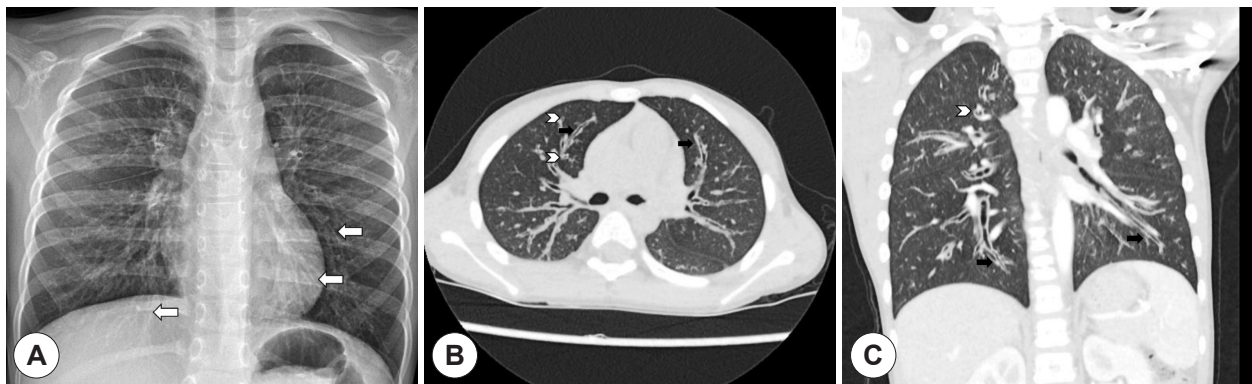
Radiologic findings. A: Chest radiography showing bronchial dilatation (Tram track sign, arrows) in both lung. B, C: Chest computer tomography showing that increased broncho-arterial ratio (Signet ring sign, arrowheads), bronchial wall thickening, mucus trapping, lack of bronchial tapering (Tram track sign, black arrows) in both lung.
